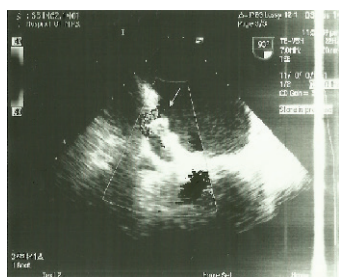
Чреспищеводная эхокардиография (интраоперационно): показан остаточный поток по нижнему краю окклюдера (размер окклюдера 27, анатомическая форма ушка — chicken wing).
